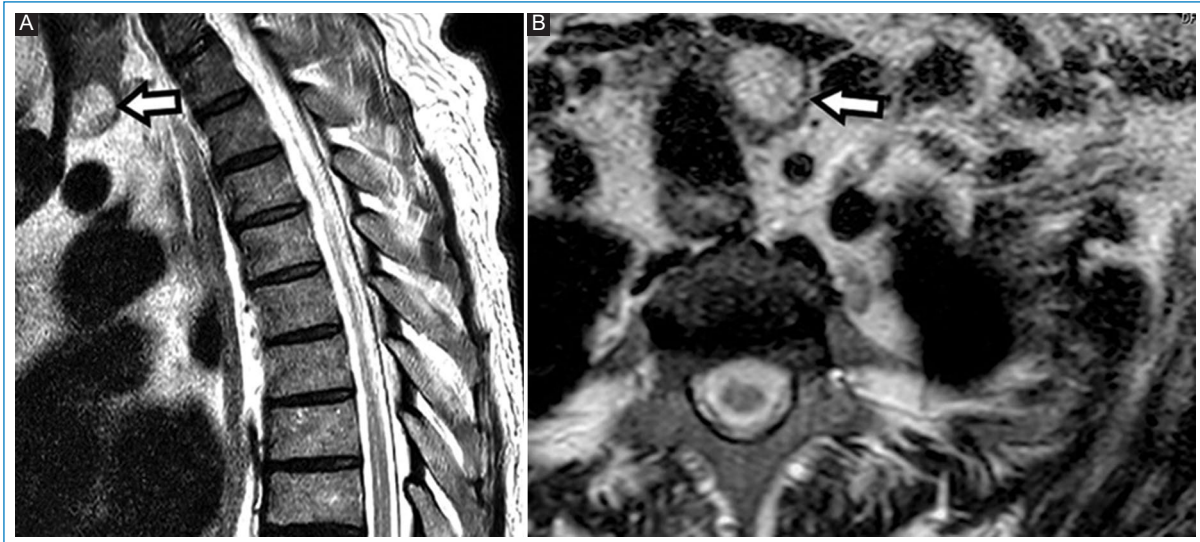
RM de columna dorsal. Secuencias ponderadas en T2. (A) Plano sagital y (B) Plano axial. Hallazgos en la glándula tiroides. Bocio endotorácico con una formación quística heterogénea caudal (flechas con relleno). La paciente no tenía conocimiento de su patología.
